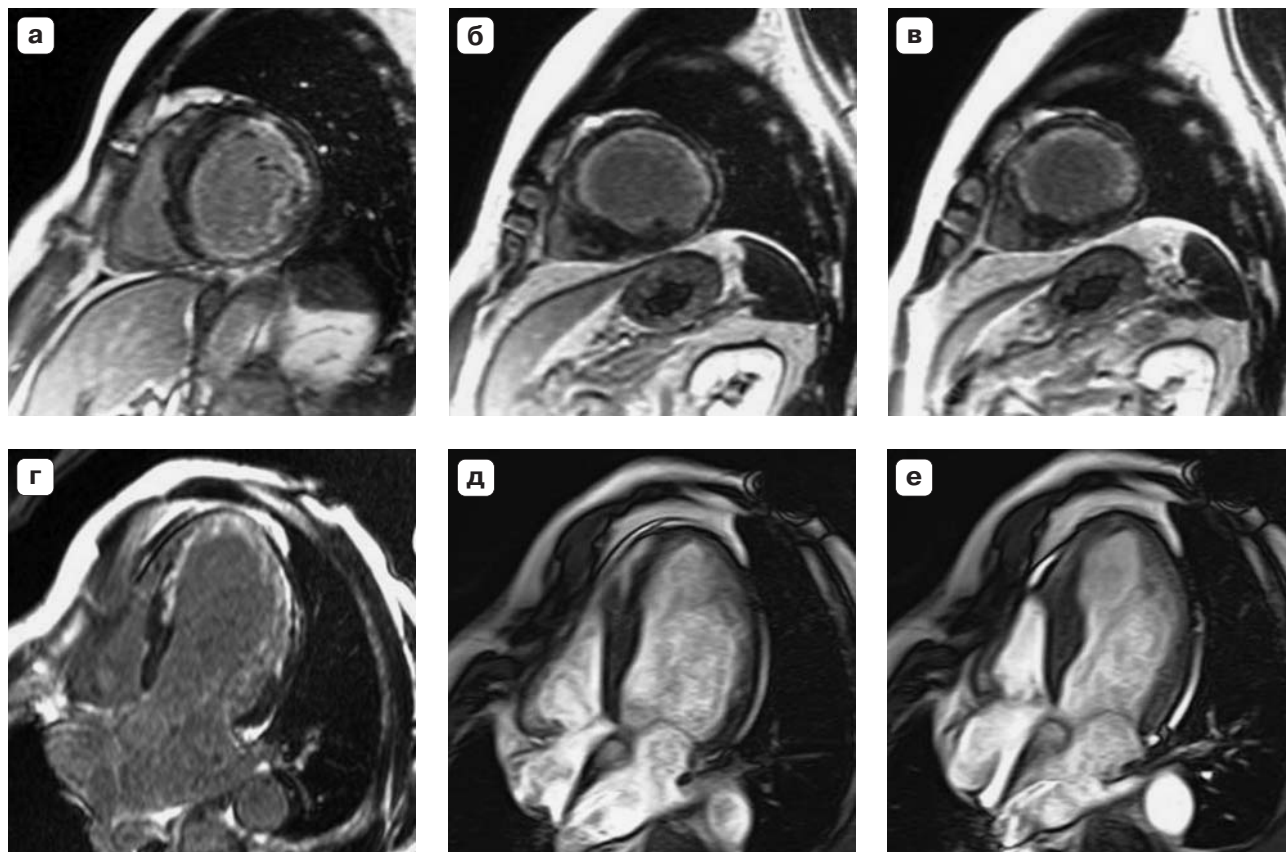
Серия МР-томограмм сердца с контрастным усилением пациента с положительной динамикой течения ИБС спустя год после реваскуляризации по данным спиривелоэргометрии. а–в – изображения в режиме “инверсия–восстановление” на уровне базального, среднего и апикального отделов ЛЖ соответственно; г – четырехкамерная проекция в режиме “инверсия–восстановление”. Определяются субэндокардиально расположенные участки задержки вымывания контрастного препарата высокой интенсивности по типу постифарктных рубцовых изменений преимущественно на протяжении перегородочных, передних и боковых сегментов апикального, среднего и, частично, базального отделов ЛЖ, а также в области заднего базального сегмента; д, е – функциональные изображения сердца в четырехкамерной проекции в режиме SSFP. Камеры сердца без выраженной дилатации. В сокращении участвуют как базальный, так и средний отделы ЛЖ (гипокинез).
